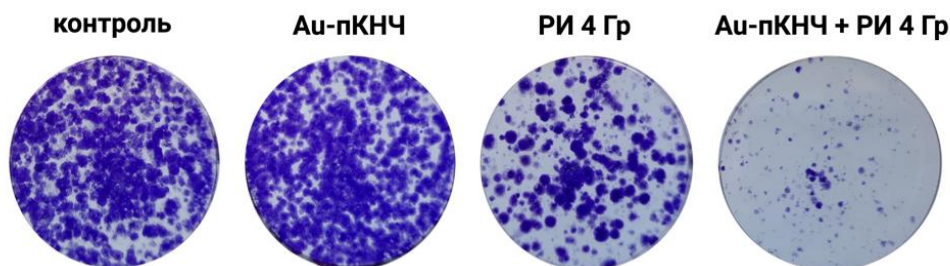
Оценка выживаемости клеток до и после инкубации с Au-пКНЧ при воздействии рентгеновского облучения (4 Гр).
